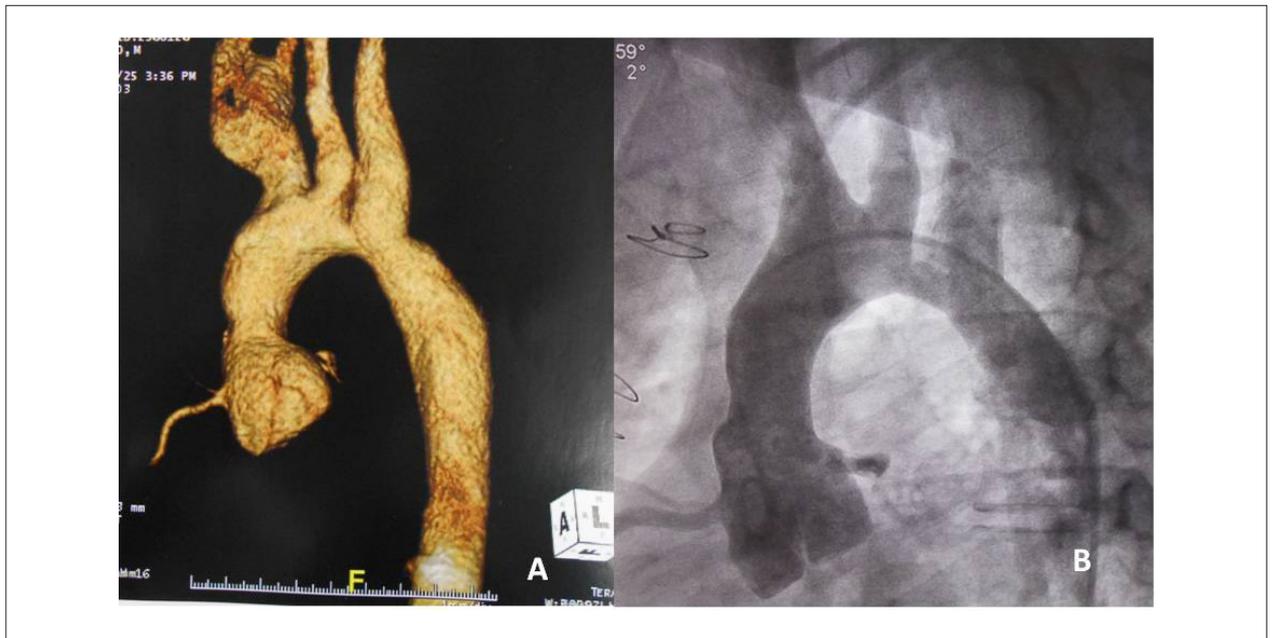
Tomografia do tórax em A e angiografia da aorta em B mostram claramente a obstrução da crça da aorta, após a artéria carótida esquerda, caracterizando a coarctação dessa região, em evolução.
